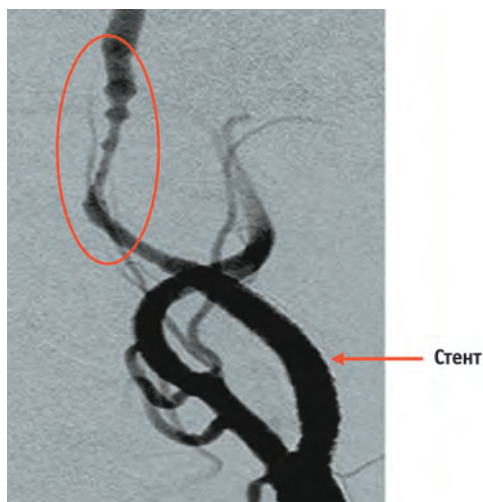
Вазоспазм по данным рентгеноконтрастной ангиографии
